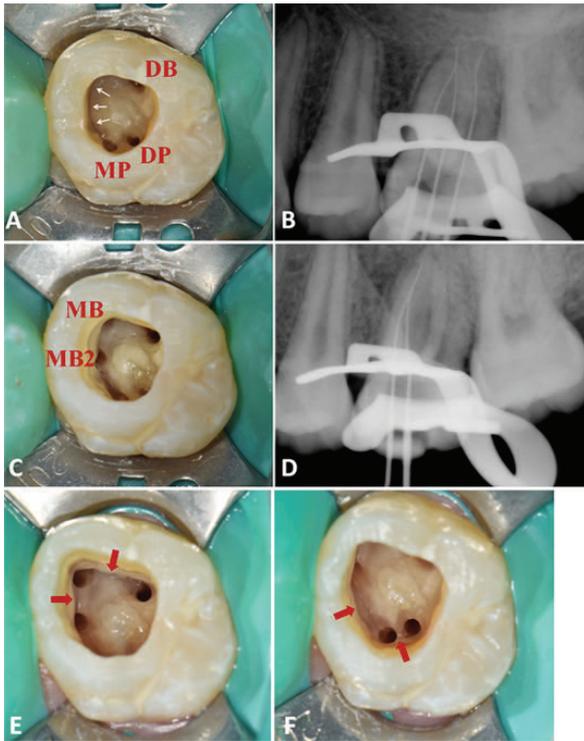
근관치료 중 임상 사진 및 치근단 방사선 사진. (A, B) 원심협측, 근심구개측, 원심구개측 근관. 원심협측근관과 근심구개측근관 사이에 c형의 isthmus가 관찰된다 (화살표). (C, D) C형의 isthmus에서 근심협측 및 제2근심협측 근관을 발견하였다. (E, F) 총 5개의 근관 사이에 isthmi가 관찰된다 (화살표).
